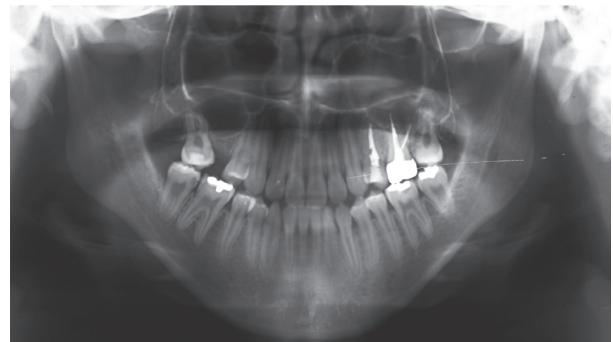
初診時のパノラマX線写真 (18歳6か月時)
